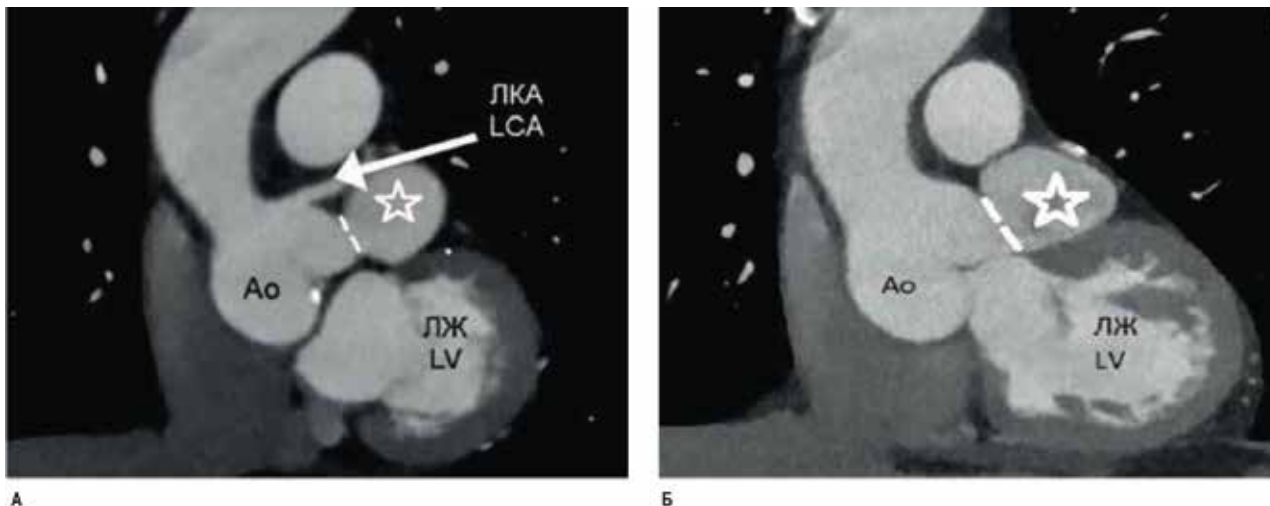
(А, Б). КТ-томограммы сердца и восходящей аорты, фронтальная плоскость
